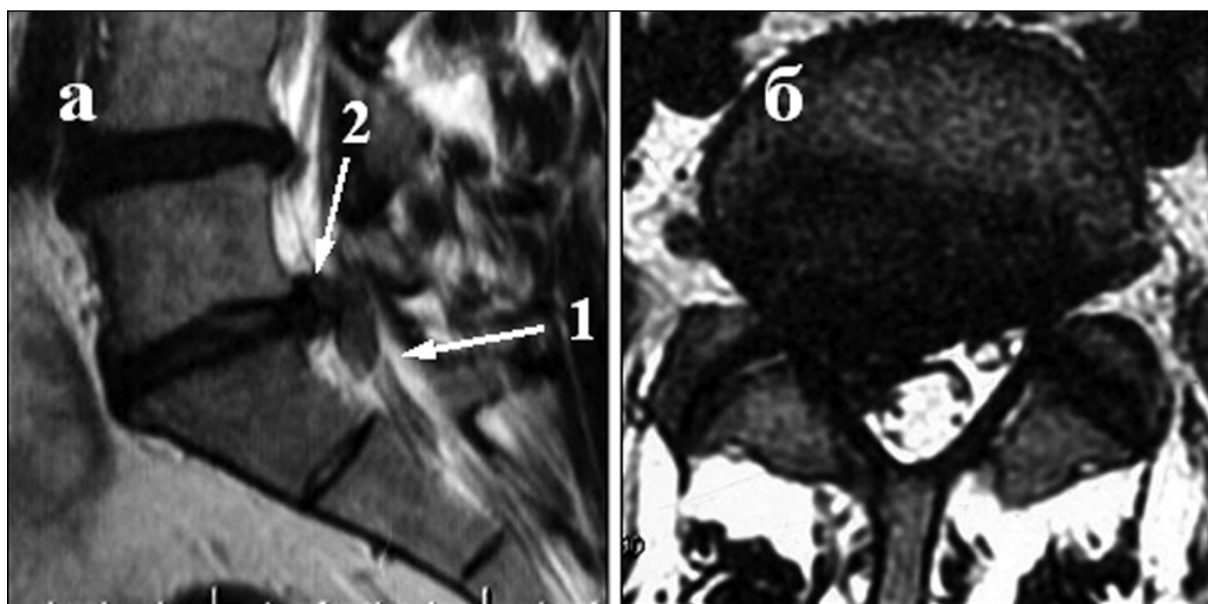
Случай № 3. После лечения. Обследование через ~ 13 месяцев от первой МРТ. Неполная резорбция СГМД LV-SI: а) 1 – СГМД LV-SI; 2 – ГМД LV-SI; протрузия LIV-LV (сагиттальная проекция); б) СГМД LV-SI, расправляющийся ДМ (аксиальная проекция)
